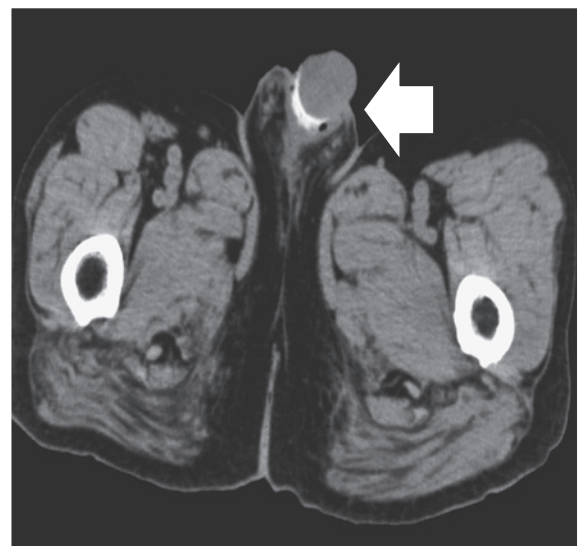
Abdominopelvic computed tomography scan showing penile edema, a ring-shaped structure at the penile root, and subcutaneous emphysema (yellow arrows)
